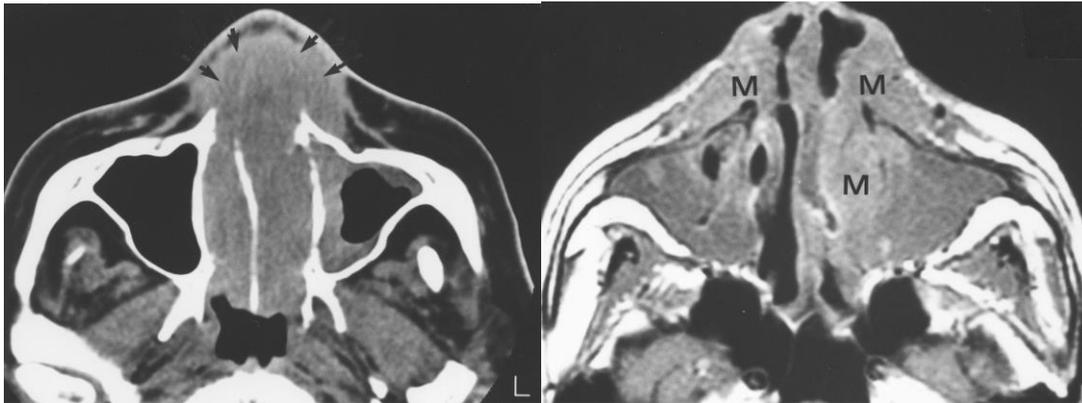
Tomografia com contraste mostrando grande massa preenchendo toda a cavidade nasal, com erosão e desvio do septo nasal. Extraído de OOI, GC et all, p. 1143. (17).
